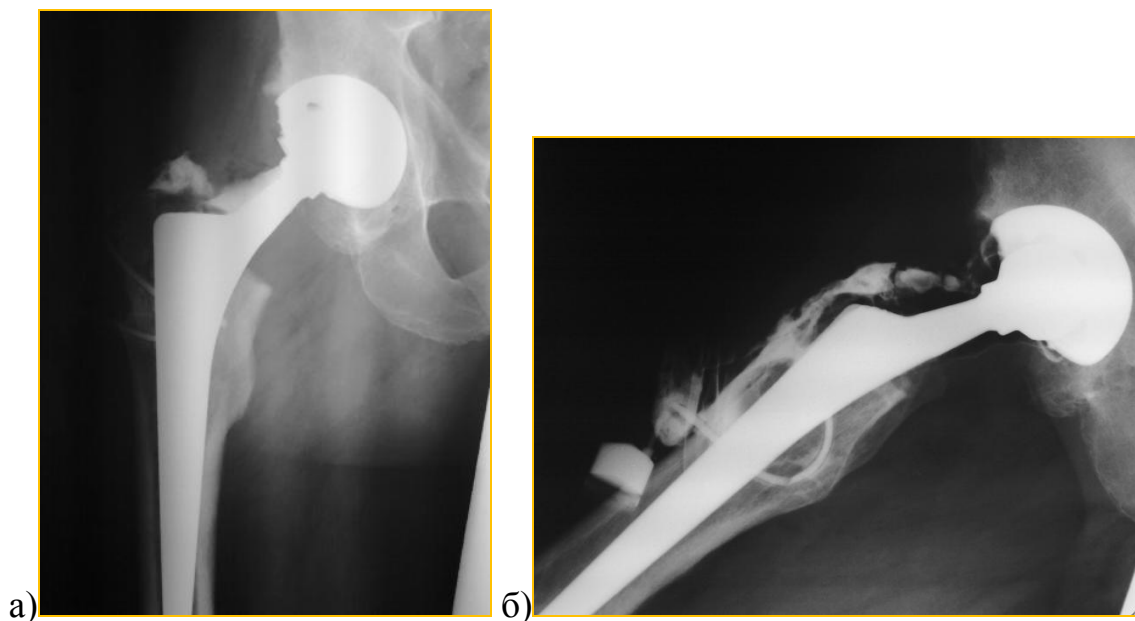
Фистулограмма тазобедренного сустава пациента У-ва., 73 года, и/б 1311, с глубоким перипротезным инфицированием правого тазобедренного сустава без расшатывания компонентов эндопротеза: а, б) – при поступлении в клинику; в) – рентгенограмма тазобедренного сустава после хирургической санации правого тазобедренного сустава.
